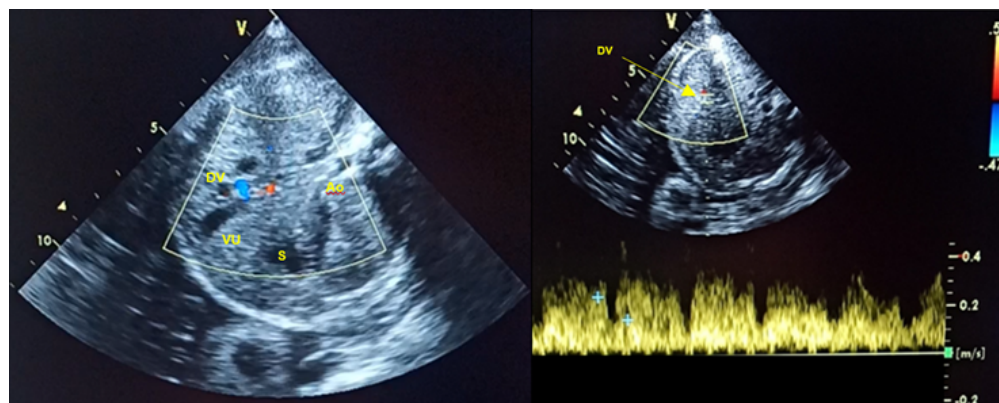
Evaluación ultrasonográfica a las 31 semanas y 1 día. Derecha: corte axial de abdomen fetal: Evaluación con *doppler* color del ductus venoso de Arancio. Se evidencia presencia de *aliasing* no relacionada con seno portal, con ubicación anatómica paraumbilical derecha. Izquierda: Al *doppler* pulsado, onda espectral con flujo anterógrado trifásico.
